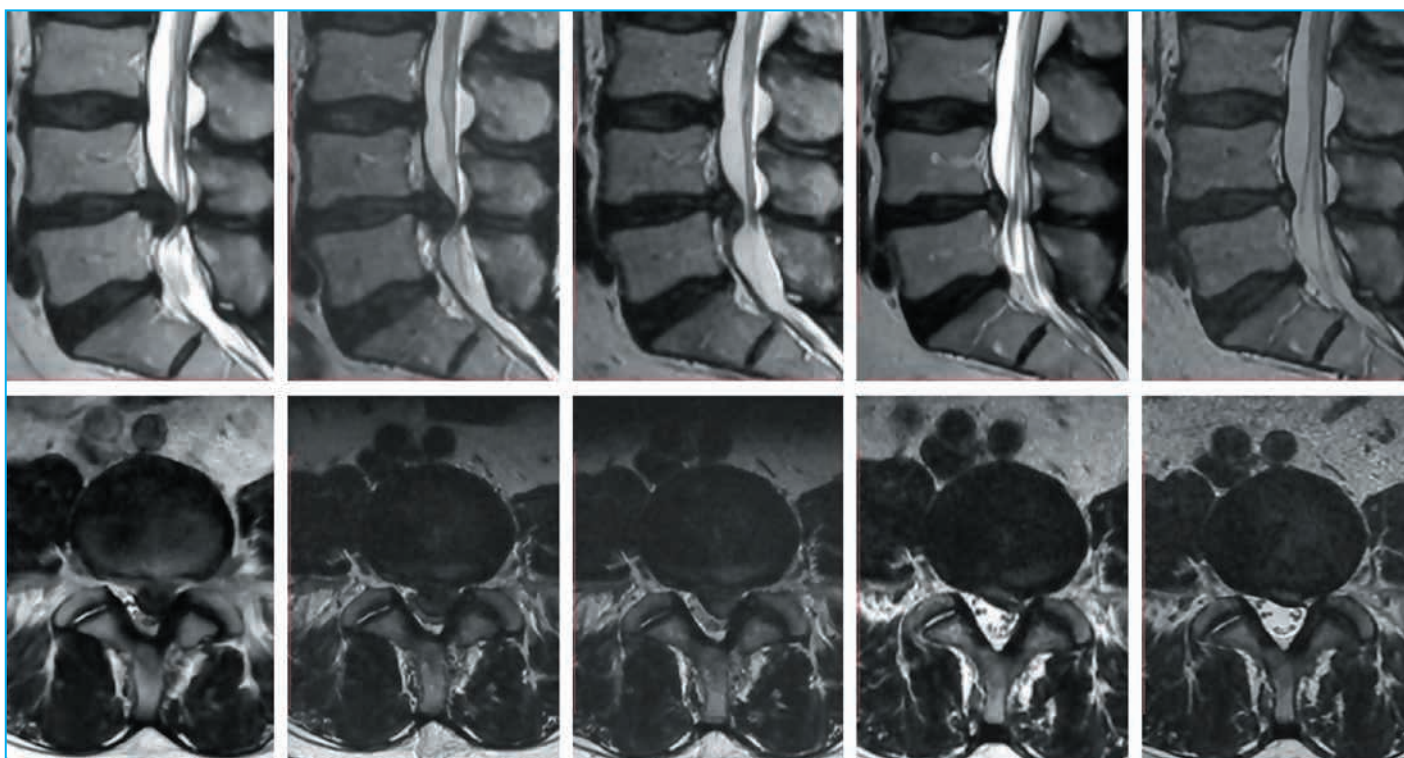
Пациентка Ш., 55 лет. До начала лечения боль в ноге оценивала в 6 баллов по ВАШ. Резорбция ГМПД выявлена при третьей МРТ (2-я группа). Размер ГМПД до начала лечения — 272,4 мм<sup>2</sup>, при второй МРТ — 161,7 мм<sup>2</sup>, при третьей МРТ — 33,64 мм<sup>2</sup>
